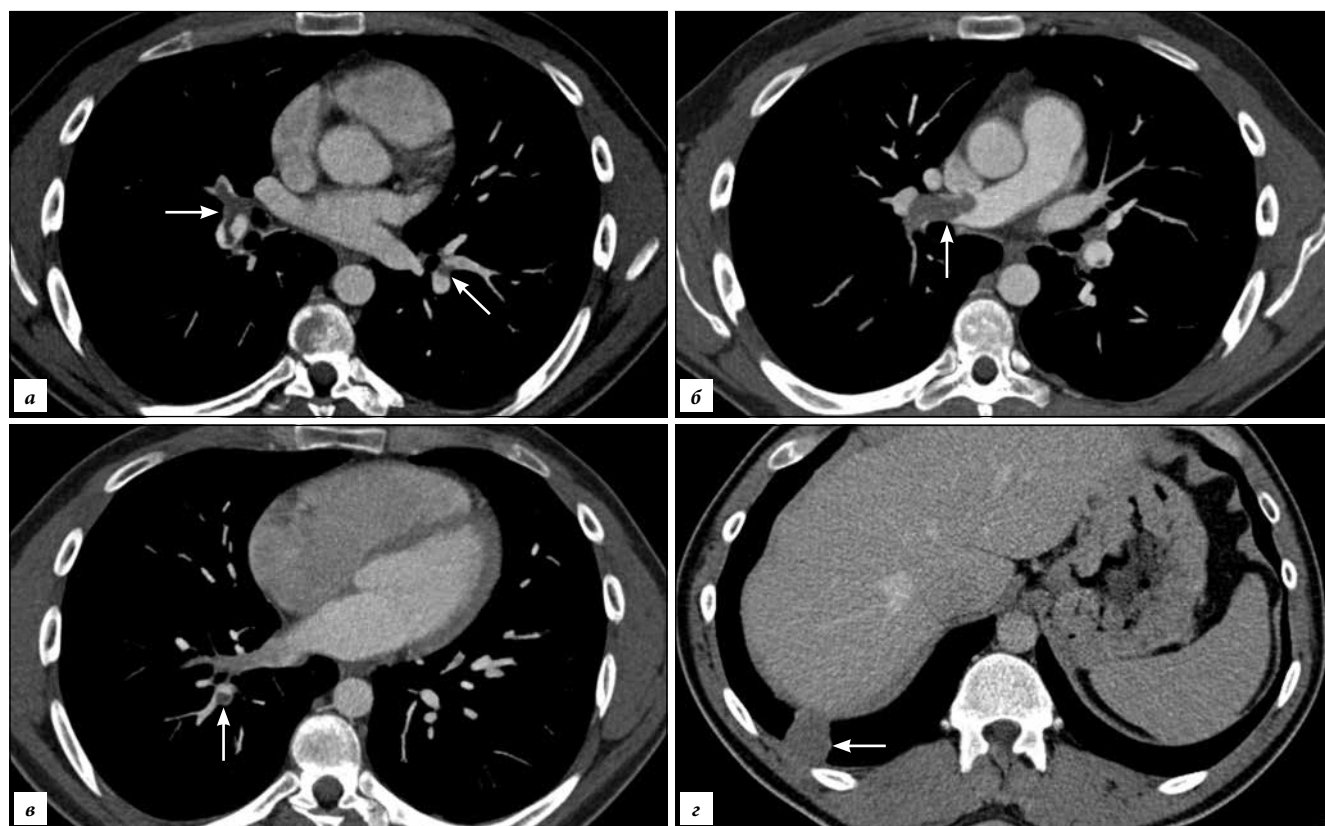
Мужчина 32 лет, острая массивная ТЭЛА, МСКТ-ангиопульмонография:
